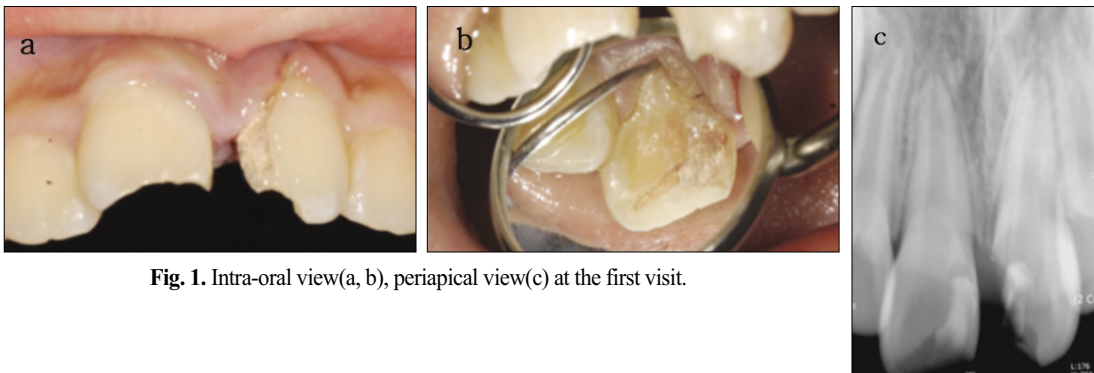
Intra-oral view(a, b), periapical view(c) at the first visit.
